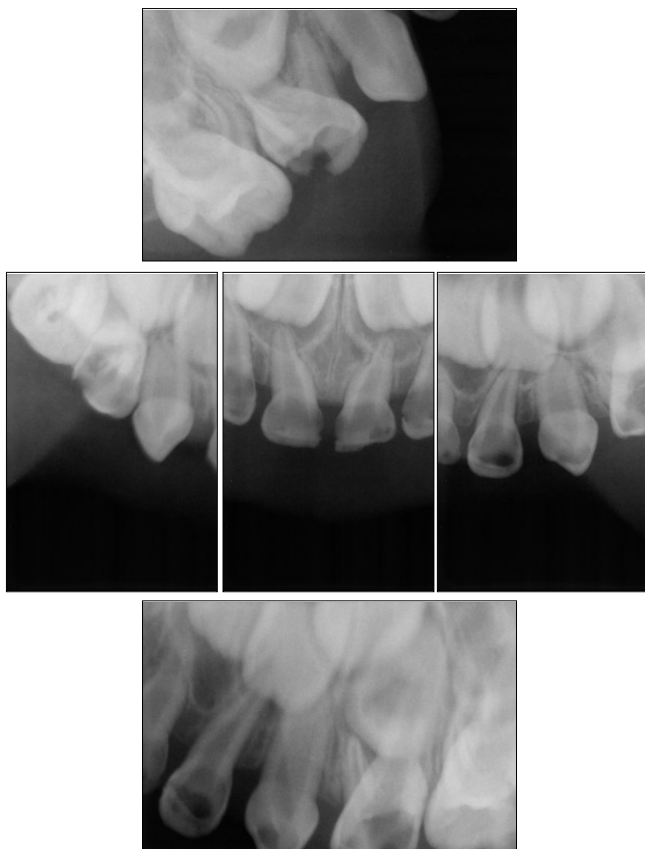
Preoperative periapical radiographic views.
